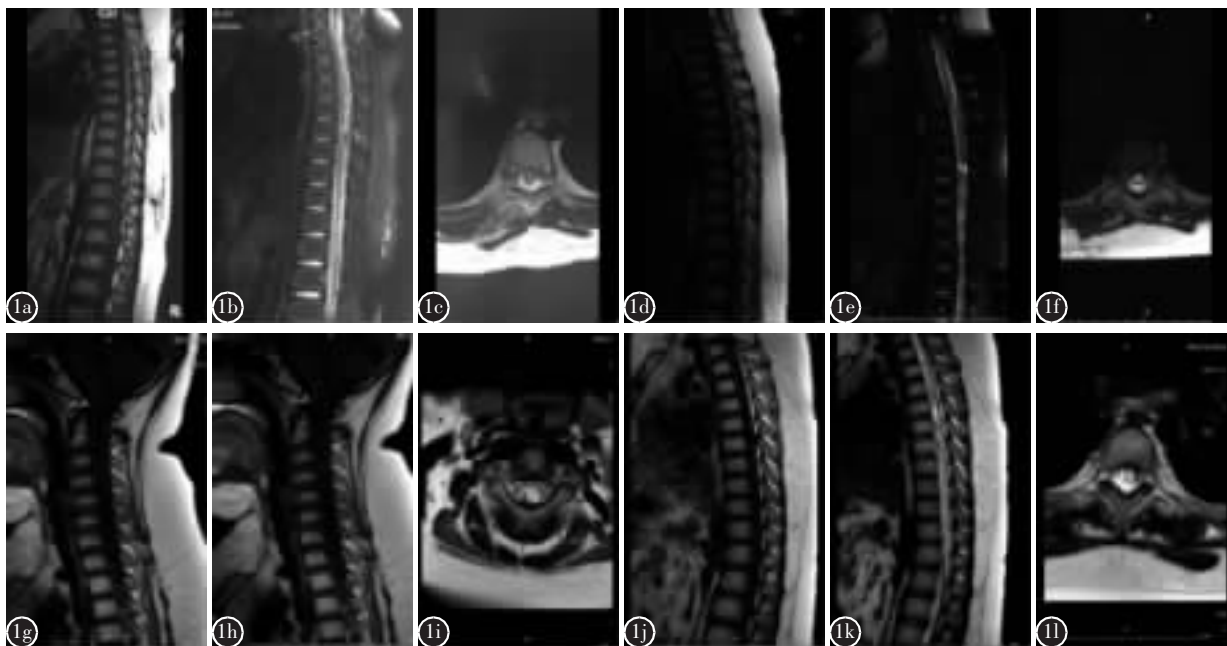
8 岁男性,刀刺伤后诊断为 T7 脊髓损伤,AIS 分级 B 级 a~c 受伤后即刻 MRI 示胸段脊髓局部不均匀高信号影 d~f 受伤后 2 个月脊髓空洞形成时的胸段 MRI,可见 2 个囊性高信号影 g~i 伤后 3 年半时胸段 MRI 示不均匀信号的脊髓空洞,下段平 T12 水平 j~l 为患者伤后 3 年半时颈段 MRI,可见脊髓空洞已上升至延髓水平,且空洞与第四脑室交通,空洞腔内分隔成两个腔
